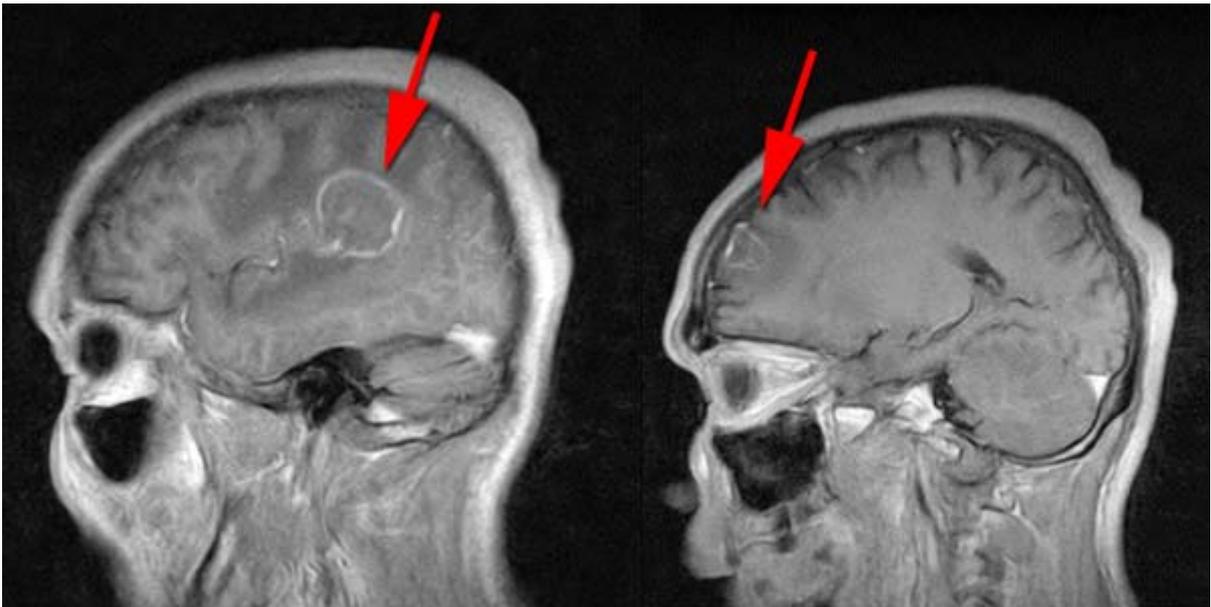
RMN de cráneo con gadolinium. Corte Sagital T2.
